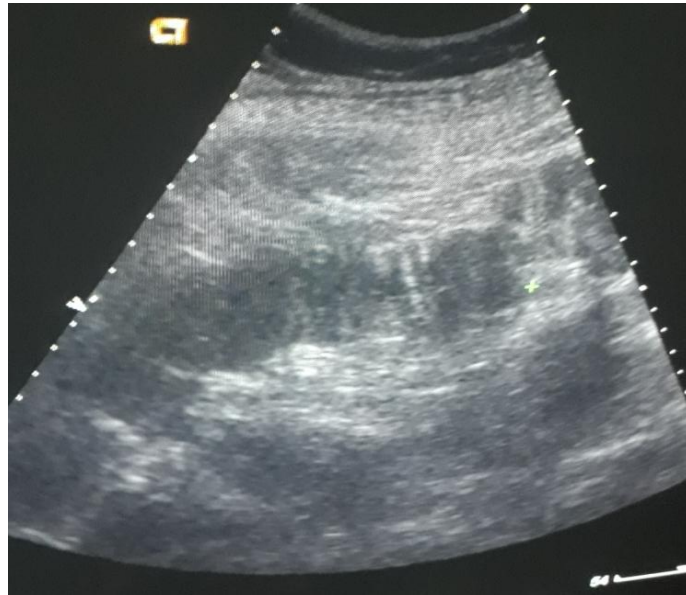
УЗИ. Наличие расширенных (парез) петель тонкой кишки.
